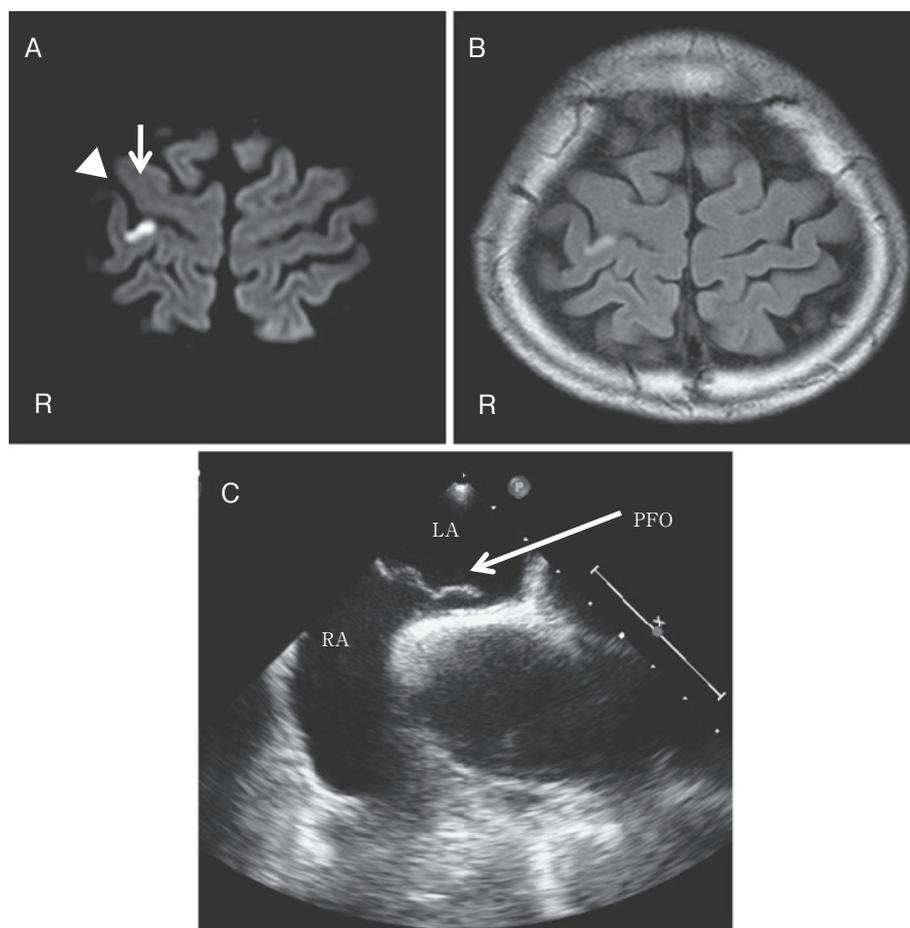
Brain magnetic resonance imaging (MRI) and transesophageal echocardiography. (A) Diffusion weighted image (TR 3,421 msec, TE 62 ms, b value = 1,000 sec/mm²) and (B) fluid attenuated inversion recovery image (TR 10,000 msec, TE 120 ms) of the brain MRI shows a small hyperintense lesion in the right postcentral gyrus. This infarct is located in a superior medial area to the precentral knob, which corresponds well with the area of the upper trunk, neck, head, shoulder, and arm in the sensory homunculus drawn by Penfield and Rassumussen³. The arrowhead indicates the central sulcus, the arrow the right precentral hand knob. (C) Transesophageal echocardiography demonstrates the presence of a patent foramen ovale in the cardiac septum. RA, right atrium; LA, left atrium; PFO, patent foramen ovale.
